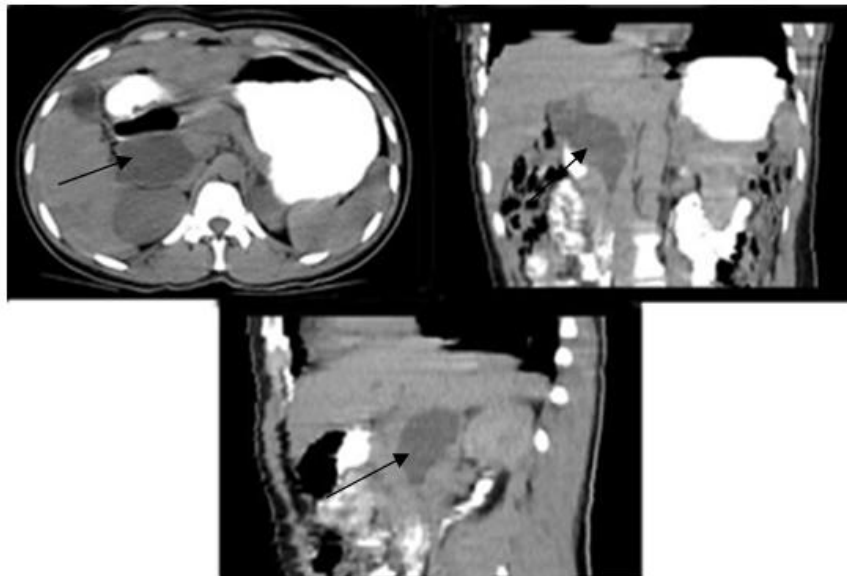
TAC. En el corte axial, coronal y sagital se observa el quiste del colédoco señalado por una flecha.
